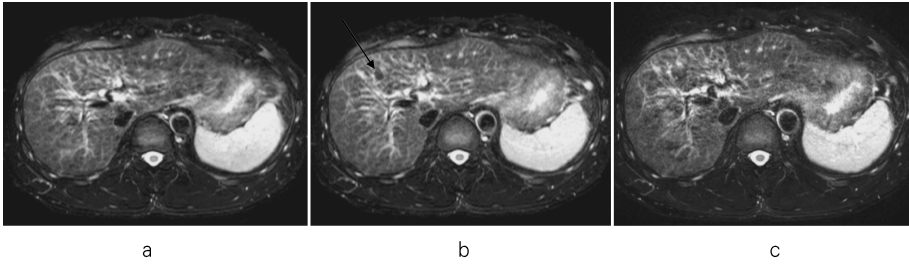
Respiratory-triggered fast spin-echo T₂-weighted MR images (RT FSE-T₂WI) (TR/TE/ETL=2300/100/11, matrix=240×400) in a patient with cirrhotic liver. (a) without SENSE, (b) with SENSE (SENSE R factor=2), (c) high-resolution image with SENSE (matrix=336×560, SENSE R factor=2)
